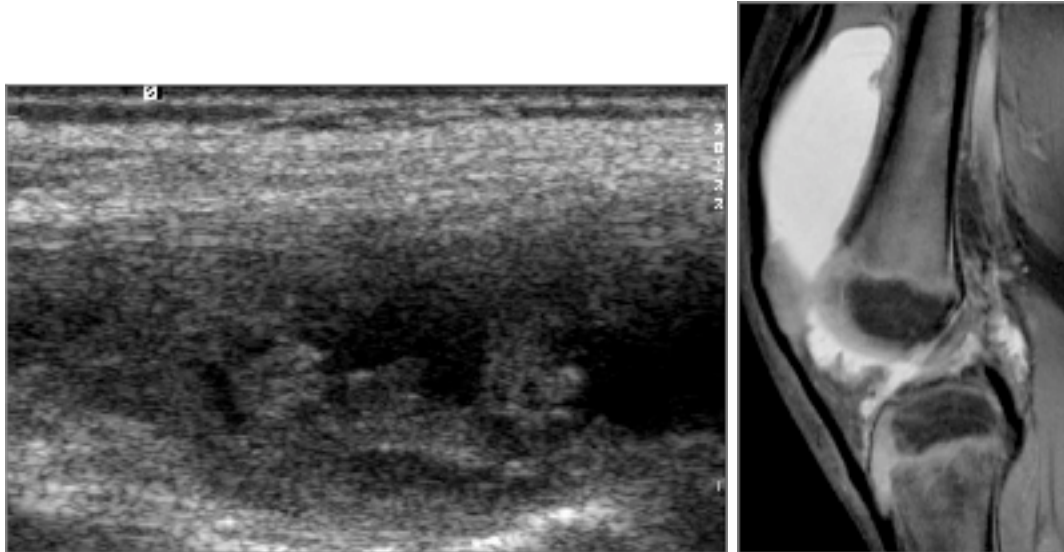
/4: Ultraschall bzw. MRT Untersuchung eines Kniegelenkes
